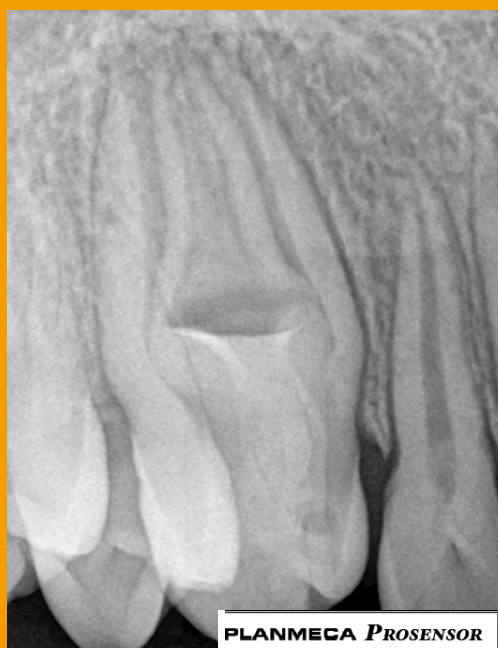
Radiografía periapical en visión ortor-radial.
